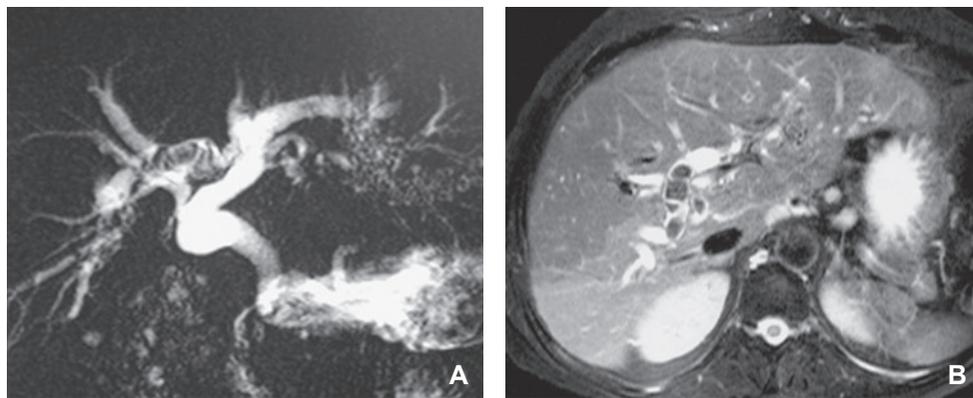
Cholangio-IRM (A) et IRM hépatique coupe axiale pondérée en T2 : lithiase intrahépatique (A, B). Calculs situés dans un canal hépatique du segment VIII se drainant dans le canal gauche.
